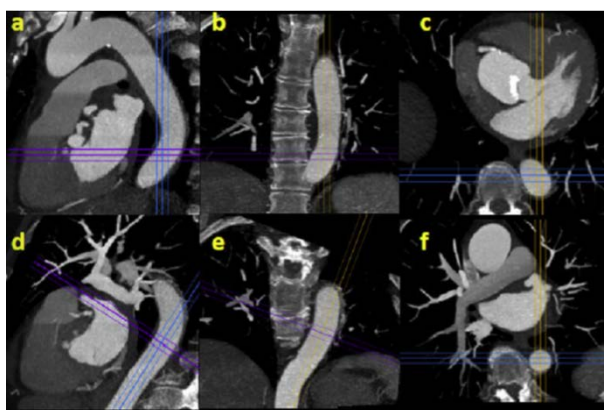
双斜面主动脉成像的方法学。从CT血管显像(C)中获得的不同平面的多平面再重建图像(A-F)与轴向原始参考图像一致,显示椭圆降主动脉。矢状(A)和冠状(B)显示与参考平面(C)一致,并显示导致图像中异常形状的扭曲的主动脉节段。为了与主动脉血流垂直,图像在矢状位(D)和冠状位(E)加以矫正,得出真正的主动脉管腔的横截面,在该例中呈圆形。
